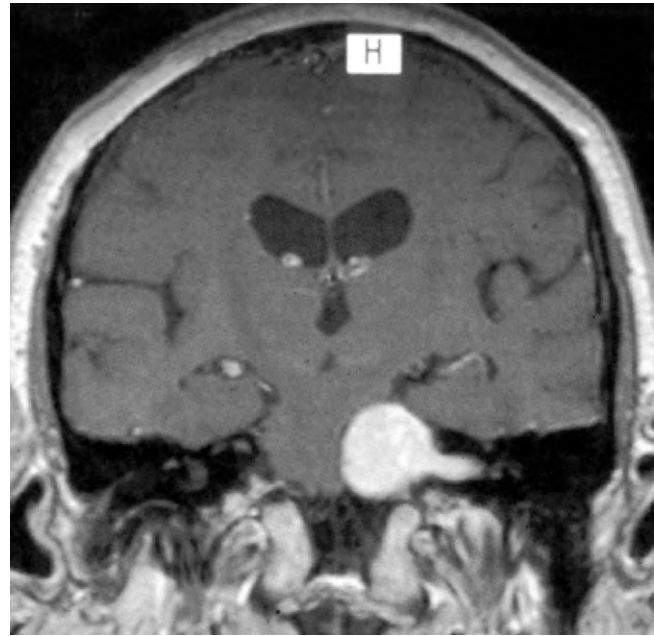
RM coronal con realce de un neurinoma del acústico.
